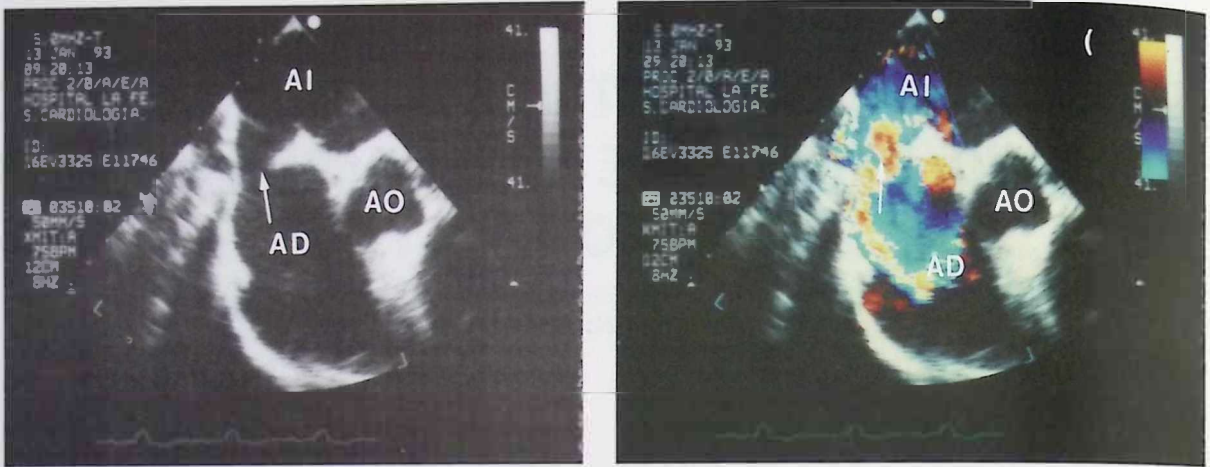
Ecocardiograma transesofágico bidimensional. Corte horizontal a nivel del plano de raíz aórtica y septo interauricular. Se observa la existencia de una comunicación interauricular tipo seno venoso (flechas). En la imagen de la derecha con Doppler se ve el paso de flujo de aurícula izquierda a aurícula derecha. Abreviaturas: AI Aurícula izquierda; AD: Aurícula derecha, AO: Aorta.
